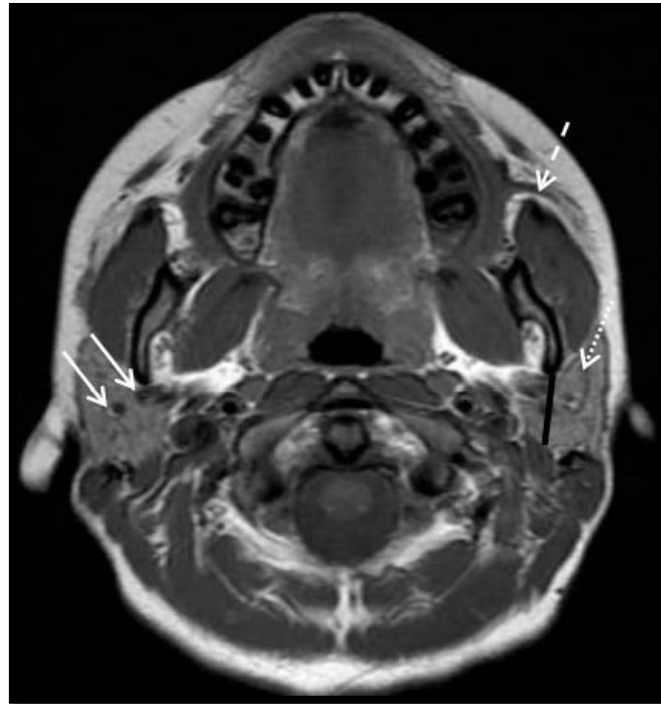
Coupe IRM axiale en séquence T1 montrant les deux glandes parotides. (86)
